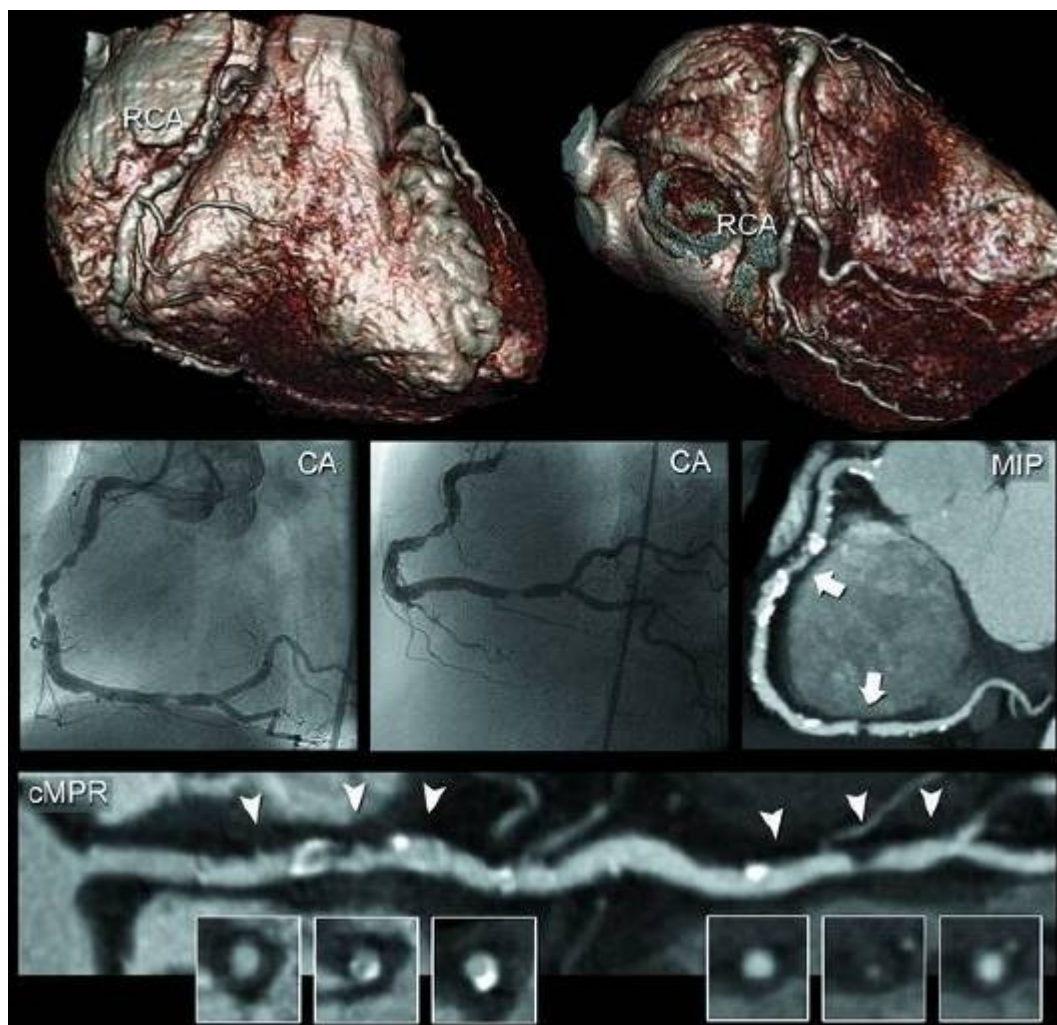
Визуализация стенозов правой венечной артерии. КТ-коронарограмма и соответствующая традиционная ангиограмма (CA) правой венечной артерии. 3D-реконструкции компьютерных томограмм (цветные изображения) показывают наличие большого доминирующего сосуда - правой венечной артерии. Детальное изображение в проекции максимальной интенсивности и криволинейные многоплоскостные реконструкции демонстрируют наличие двух значительных поражений. Одно протяженное значимое поражение расположено в середине правой венечной артерии, другое короткое значимое поражение расположено в дистальном отделе этого сосуда. Аксиальные компьютерные томограммы (скомпонованные) показывают наличие как необызвествленной, так и обызвествленной бляшки в пределах ближайшего стеноза, тогда как исключительно некальцинированная бляшка визуализируется в пределах более дистального стеноза. Наличие двух значительных поражений было подтверждено на диагностической традиционной коронарографии. CA - традиционная ангиограмма; cMPR - криволинейная многоплоскостная реконструкция; MIP - изображение в проекции максимальной интенсивности; RCA - правая венечная артерия.
